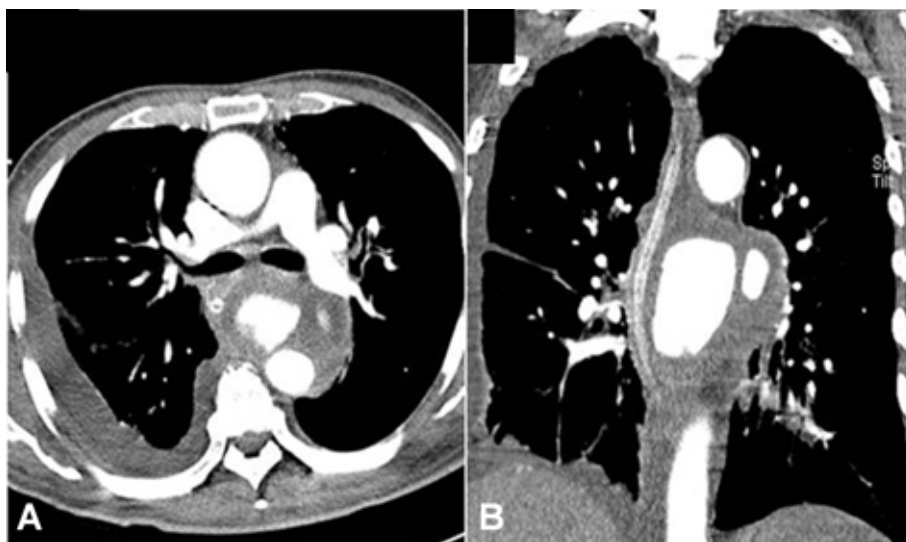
Chest CT scan shows proximal descending aortic aneurysm measuring 9 cm in diameter with diffuse hematoma in paraesophageal area.
